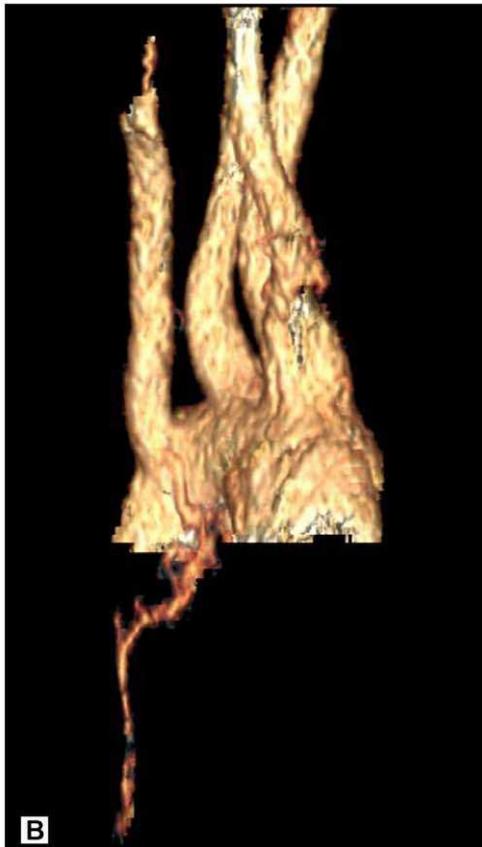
Reconstrucción de la tomografía computarizada: arteria bronquial derecha hipertrofiada y aberrante con origen en aorta adyacente a subclavia derecha aberrante. Visión posterior.
